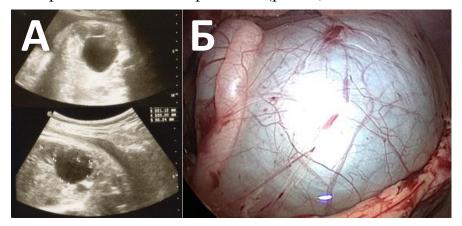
А – УЗИ картина. Б - операционный вид (объяснение в тексте)
